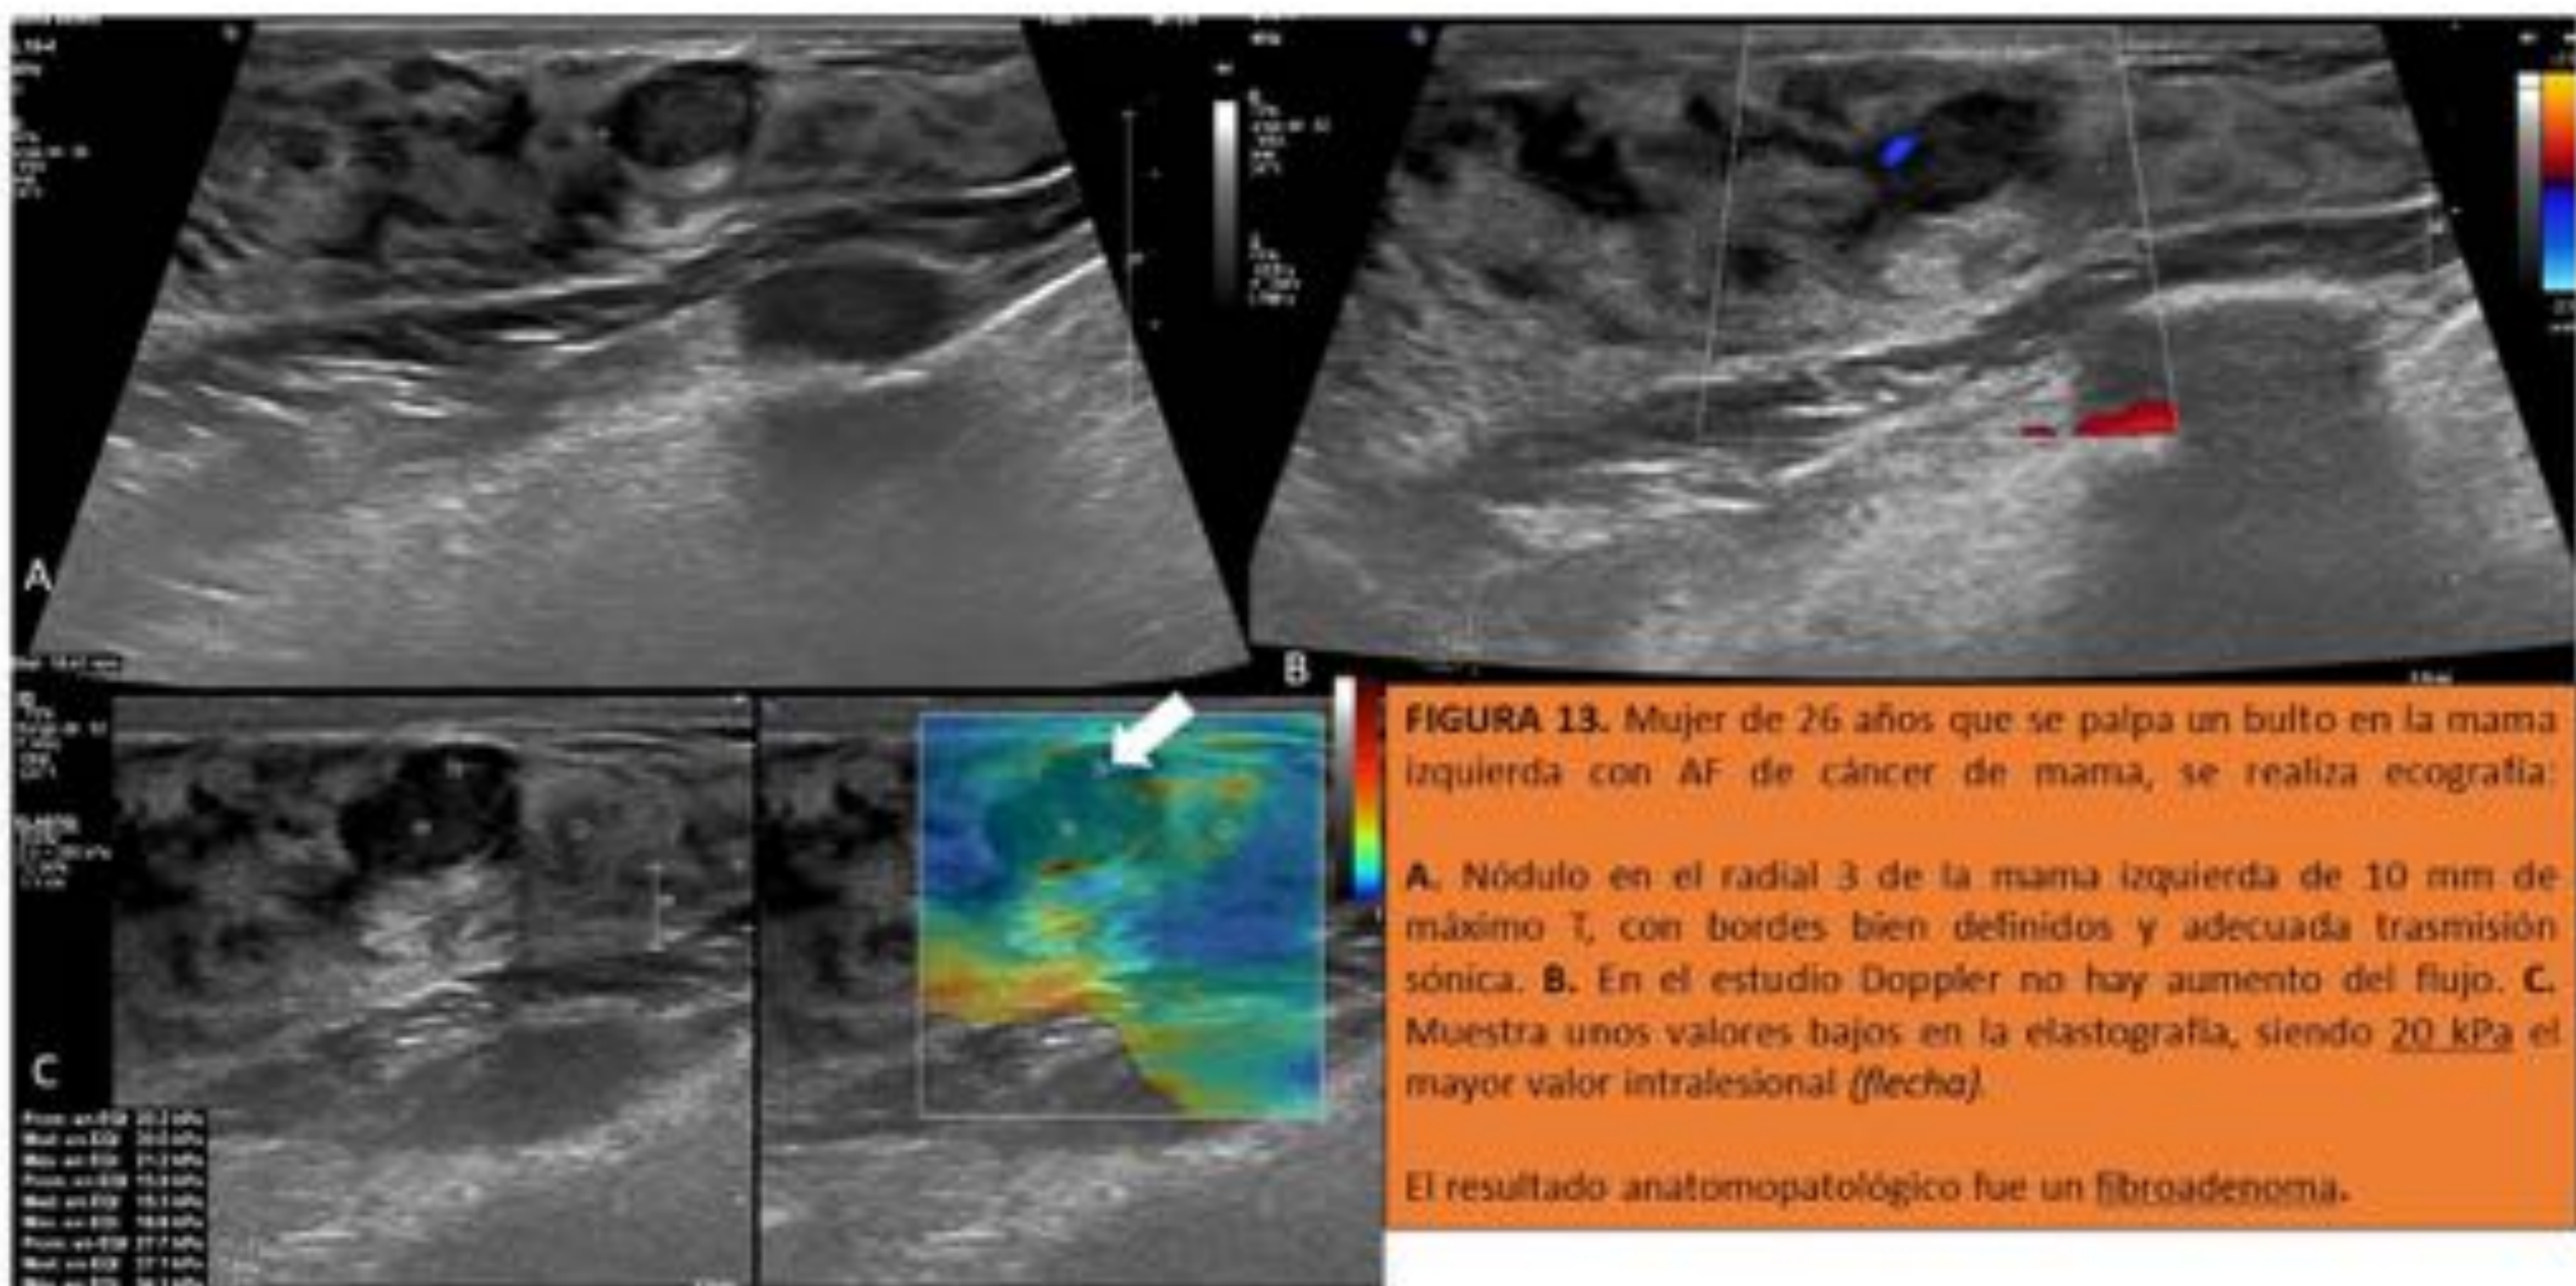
Mujer de 26 años que se palpa un bulto en la mama izquierda con AF de cáncer de mama, se realiza ecografía:
